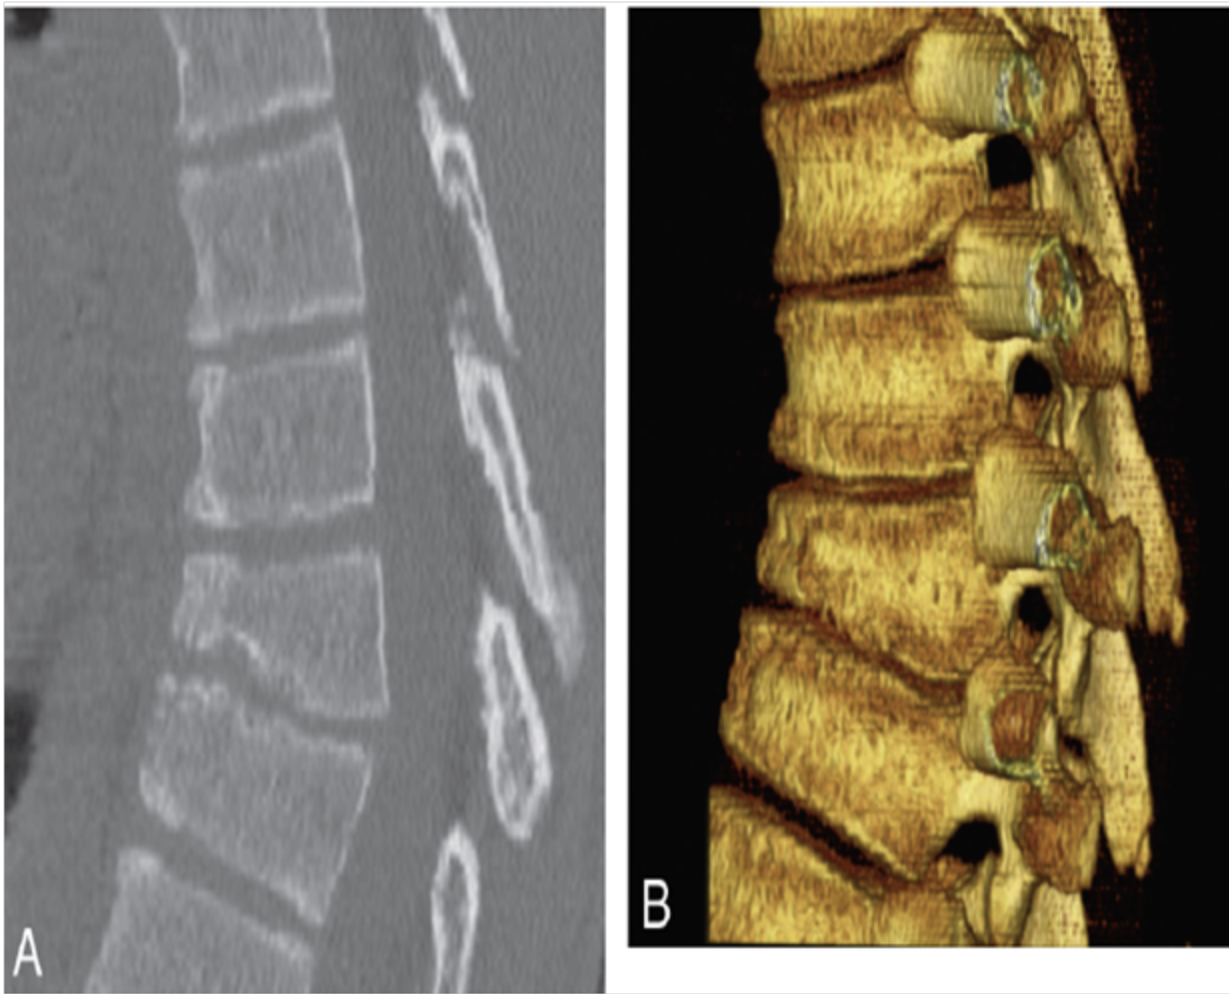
Enfermedad de Scheuermann en niño de 15 años: osteocondrosis de platillos epifisarios de crecimiento. A. TC sagital muestra cifosis dorsal con acñamiento de al menos 3 cuerpos vertebrales consecutivos con presencia de nódulos de Schmorl. B. Reconstrucción sagital 3D
